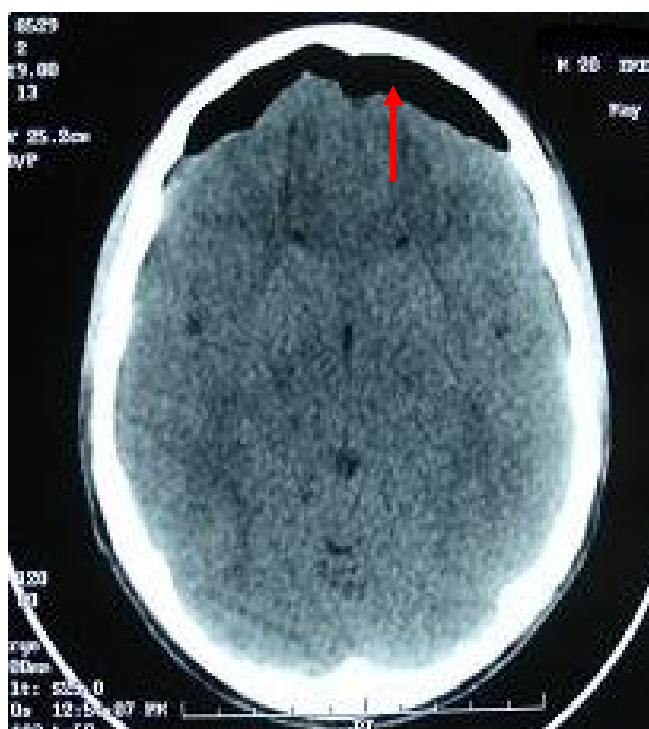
TDM en coupe axiale montrant une pneumocéphalie frontale bilatérale
